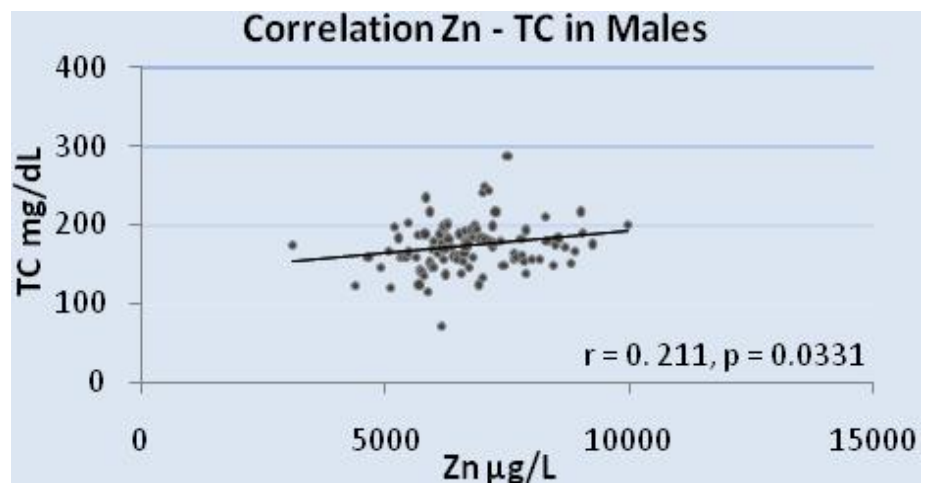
Correlazione Zn- TC($r=0.211$, $p=0.0331$) nei maschi
